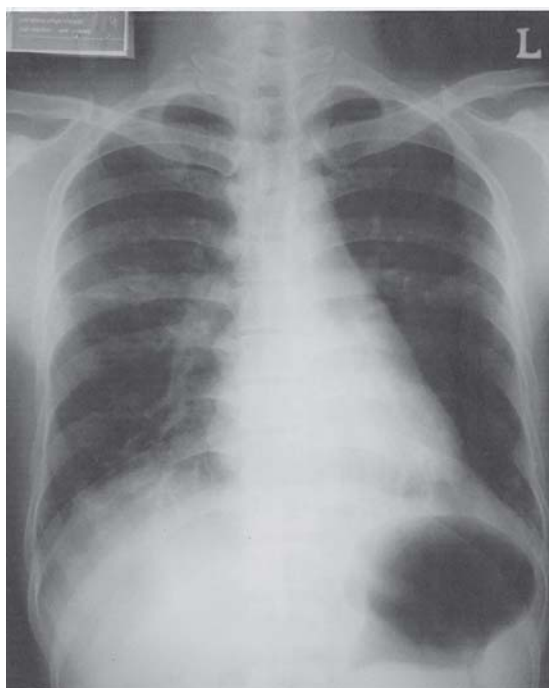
The latest chest radiography revealed the resolution of air space shadowing with some residual infiltrates.
